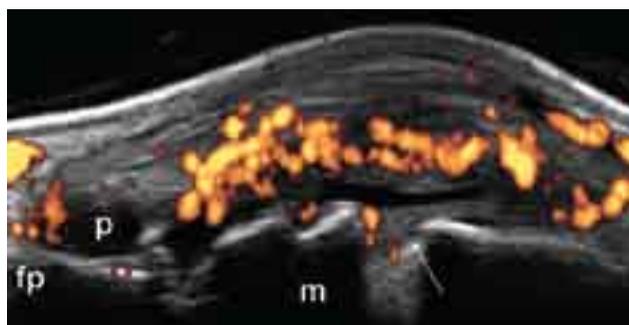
Artritis reumatoidea. Articulación metacarpofalángica. Corte longitudinal dorsal. Nótese la marcada distensión de la cápsula articular con aspectos de proliferación sinovial (p) e intensa señal power Doppler. Además de la sinovitis proliferativa es posible observar la presencia de una interrupción neta del perfil óseo (erosión) a nivel metacarpiano (flecha). m = hueso metacarpiano; fp = falange proximal.
